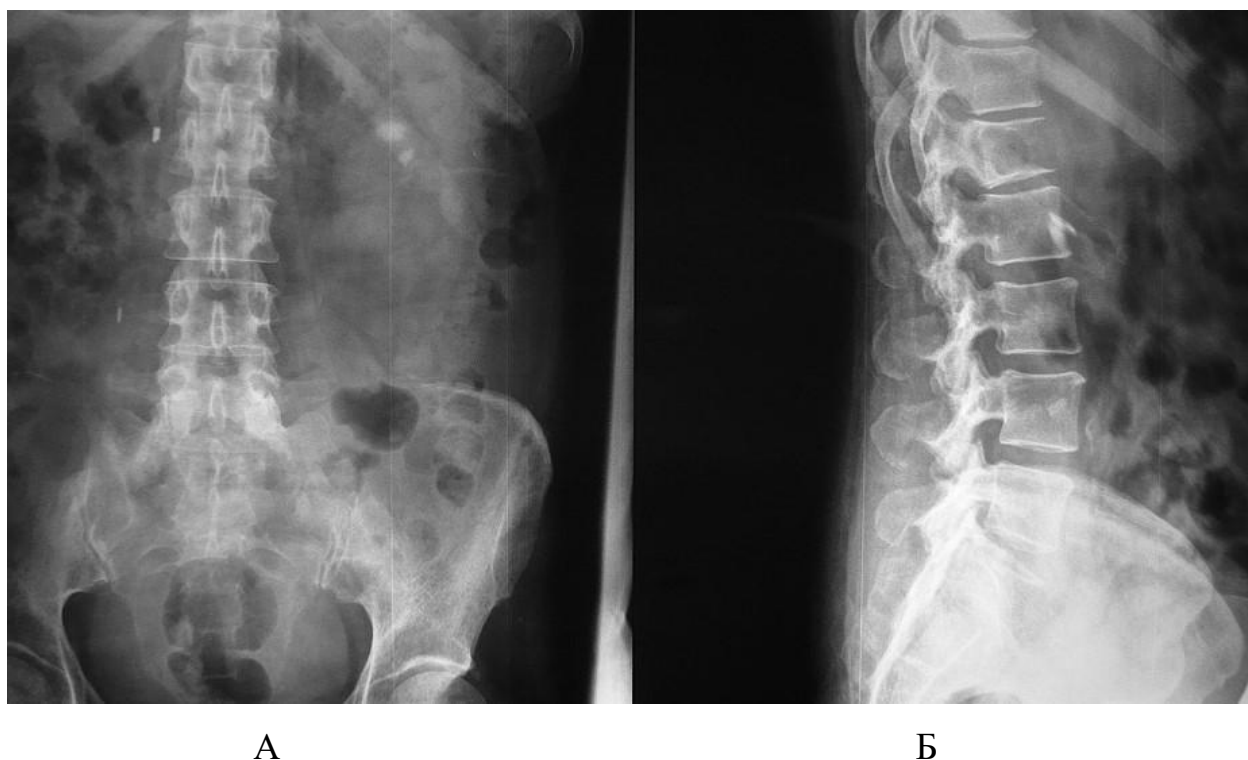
Стандартные рентгенограммы пациента А. 46 лет с метастатическим поражением (рак почки) L1 позвонка в прямой (А) и боковой (Б) проекциях
